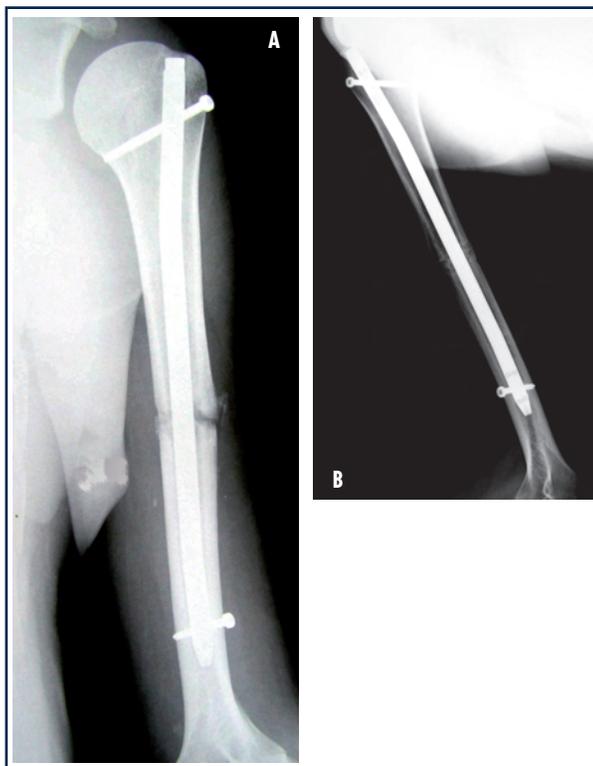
A: controllo radiografico (A/P) a 9 mesi. B: controllo radiografico (L/L) a 9 mesi.
